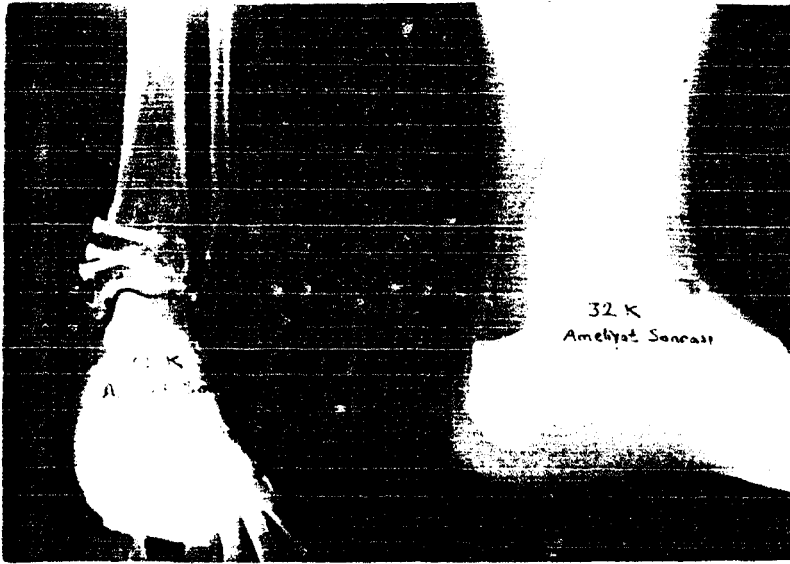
a : İç ve dış malleol kırığı olan 48 yaşındaki olgunun ameliyat öncesi grafisi
